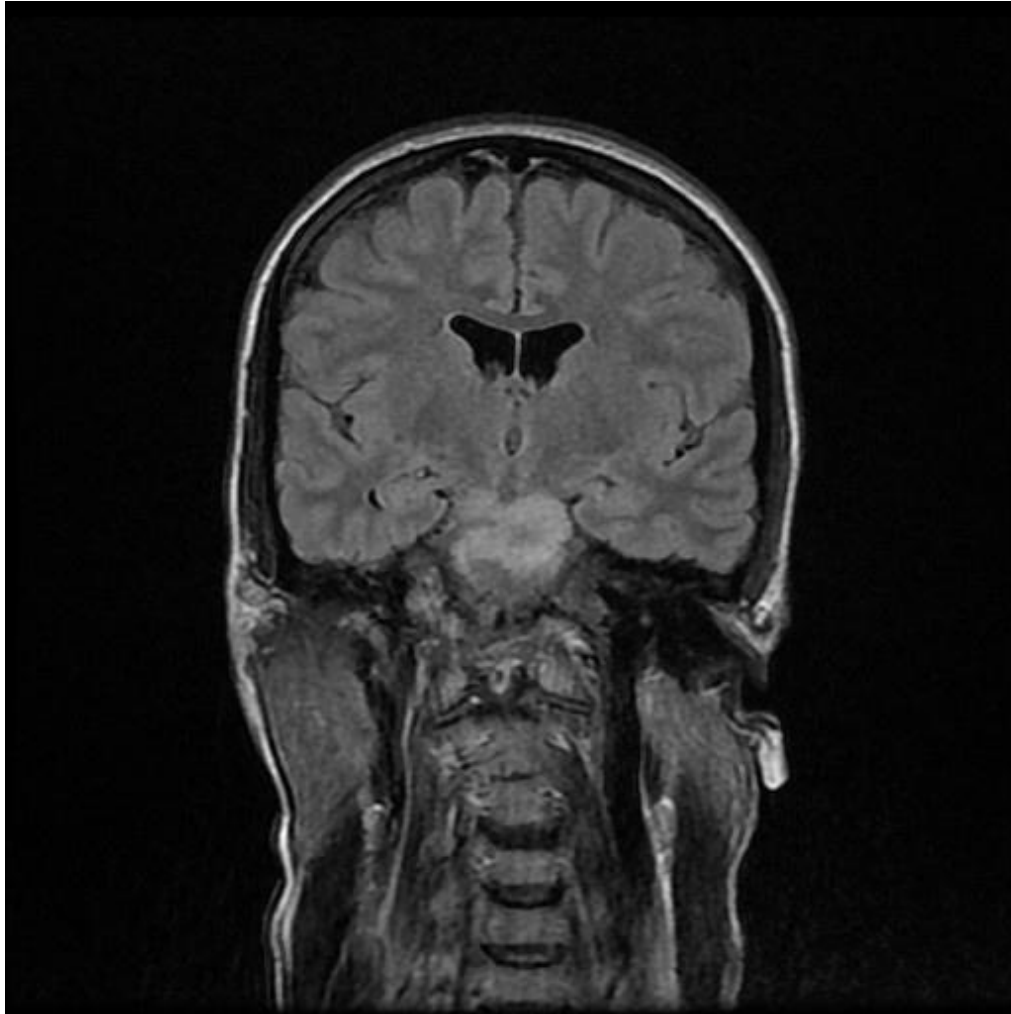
IRM Cérébrale en séquence FLAIR montrant un aspect évocateur d'une rhombencéphalite
